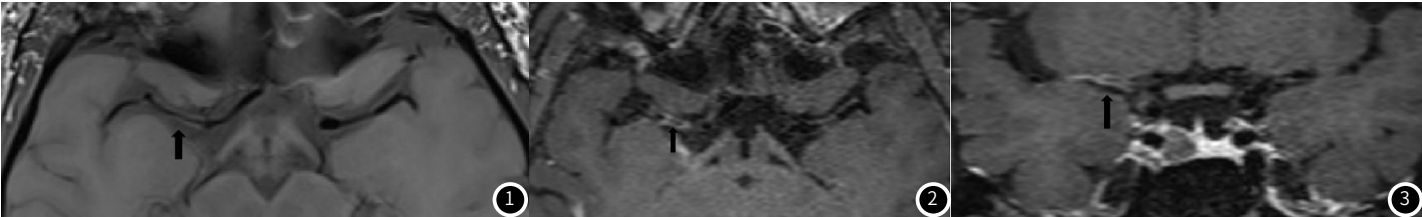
HR-MRI血管壁成像黑技术T₁WI平扫序列图, 可见右侧大脑中动脉M1段狭窄, 管壁不均匀增厚, 可见稍高信号(黑色箭头); 图2-图3 T₁WI增强扫描图, 可见右侧大脑中动脉M1段偏心性强化(黑色箭头)。
